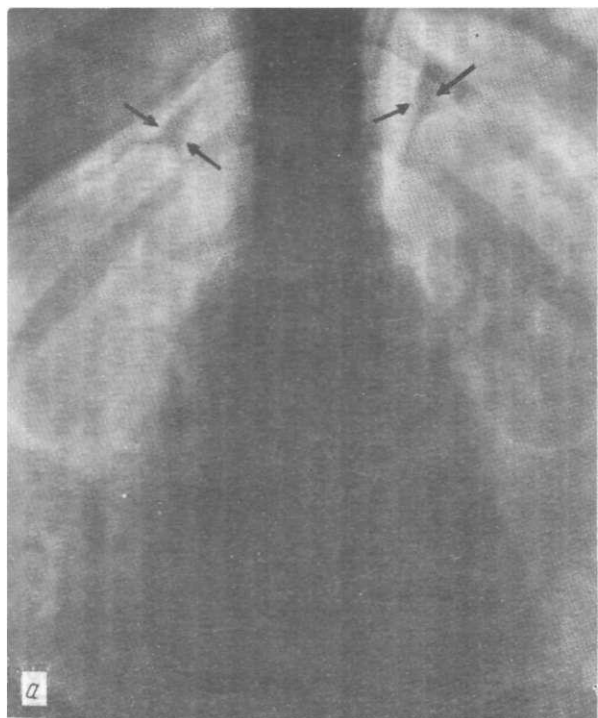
Рентгенограмма (а) и томограмма (б) нормальных надпочечников (показаны стрелками), произведенные в условиях пневморетроперитонеума.
